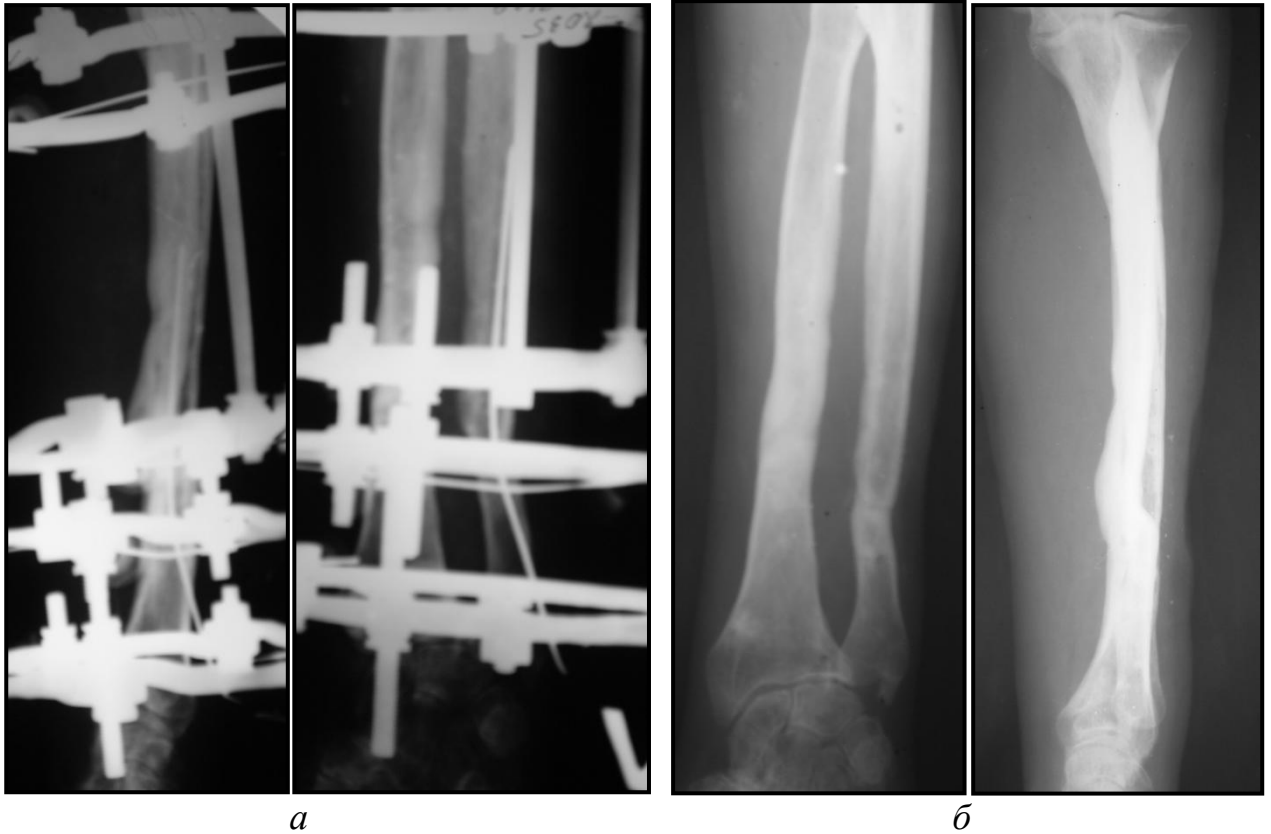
Рентгенограммы того же больного.
